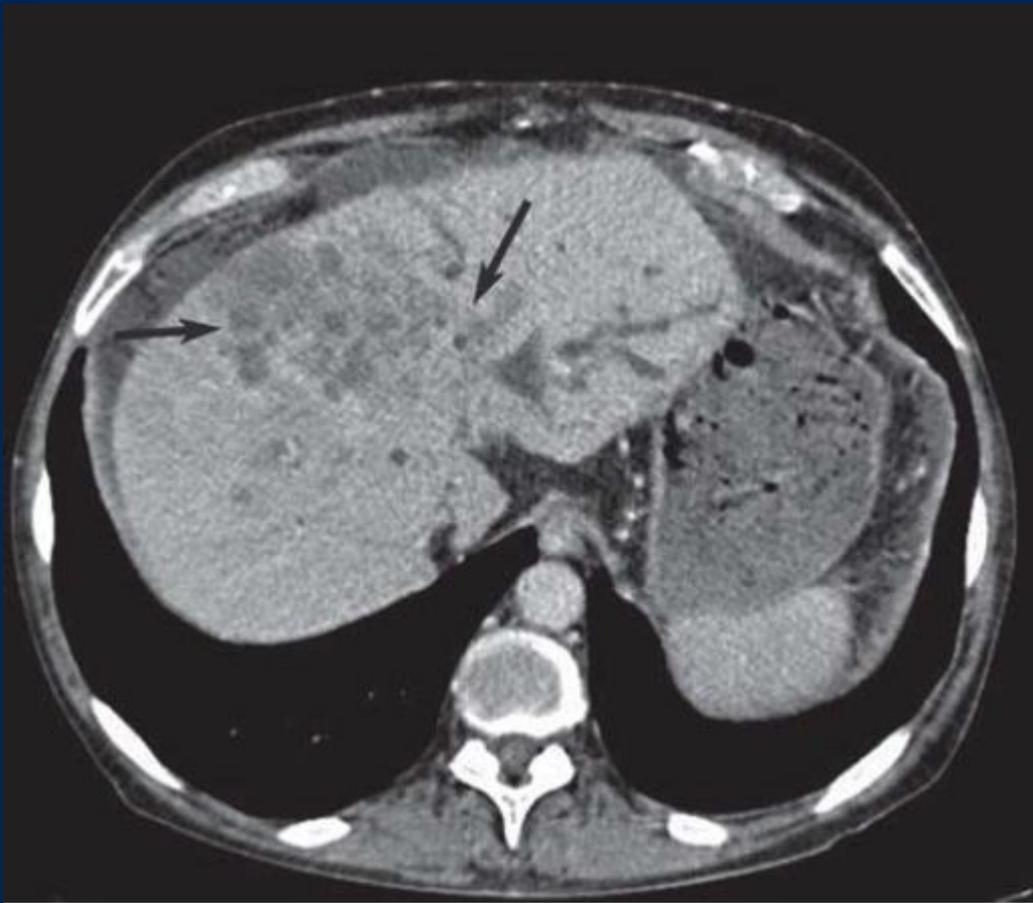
СКТ при инфильтративной форме внутрпеченочного холангиоцеллюлярного рака.
